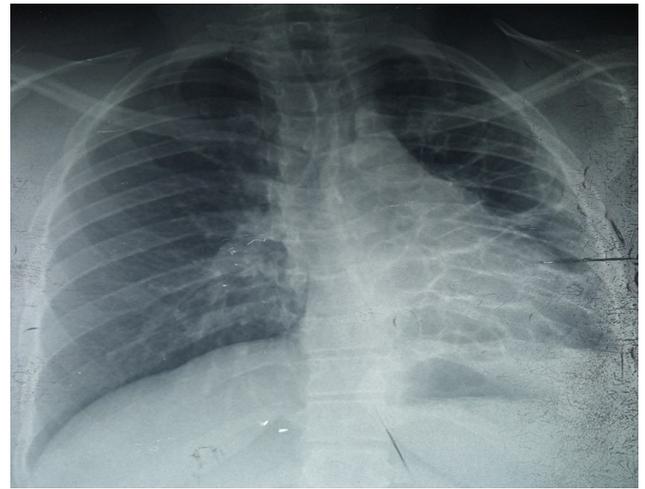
Radiographie de face - Radiographie thoracique de face: petit poumon gauche siège de multiples hyperclartés, une élévation du diaphragme, ainsi qu'une hyperinflation controlatérale.
